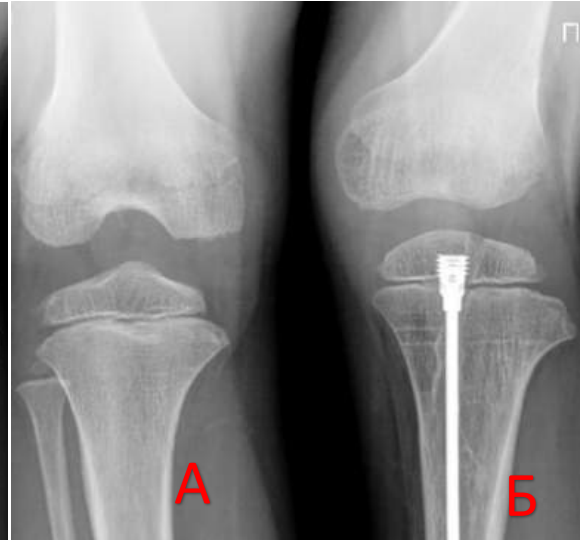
Фото рентгенограм КС пацієнтки М., 7 років (Додаток Ж №1, історія хвороби №91648): а) стабільний КС; б) нестабільний КС за ВВРНК
